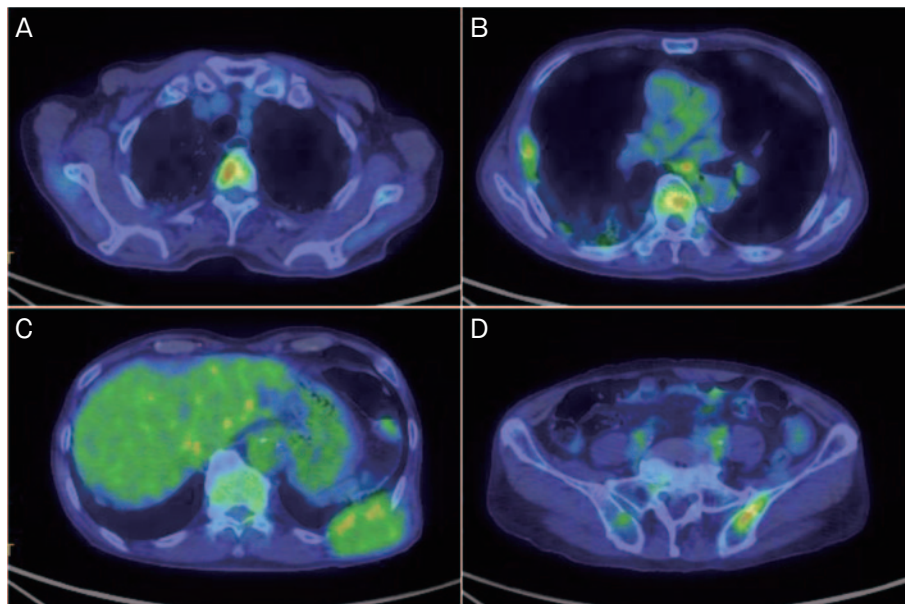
FDG-PET/CT所見. (A) 第4胸椎椎体, (B) 第7胸椎椎体と右第5肋骨腫瘍, (C) 左第10肋骨の腫瘍, (D) 左腸骨に集積を認めた.
